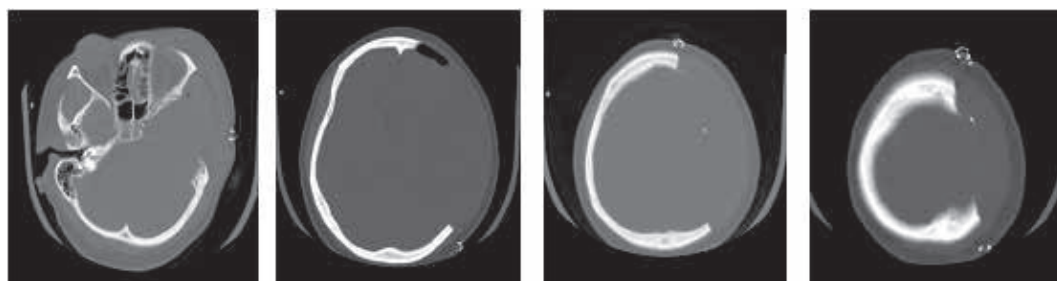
Hemocraniectomía descompresiva izquierda: ventana ósea en TAC. Véase el tamaño de la craniectomía
